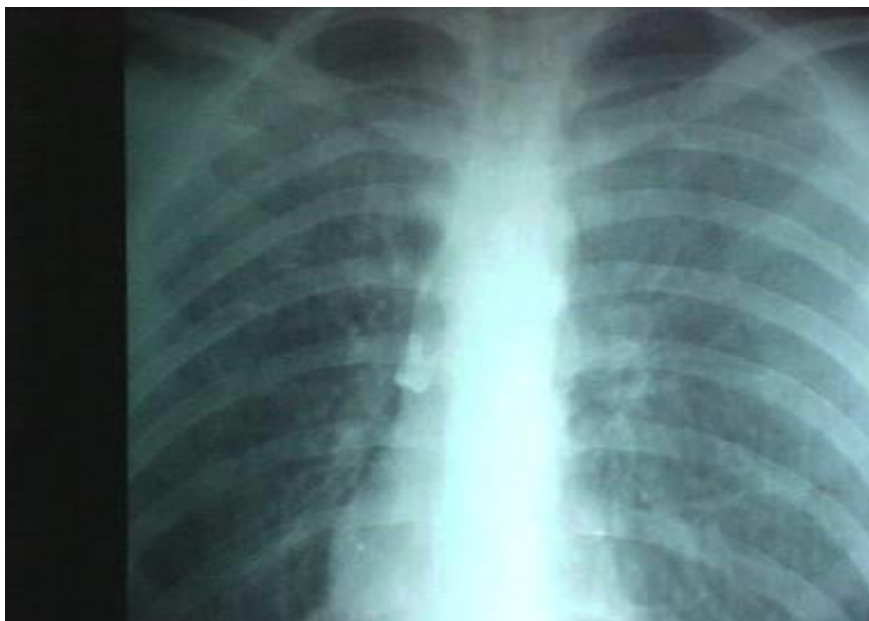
Radiografía de tórax con la presencia de muela en bronquio derecho.
